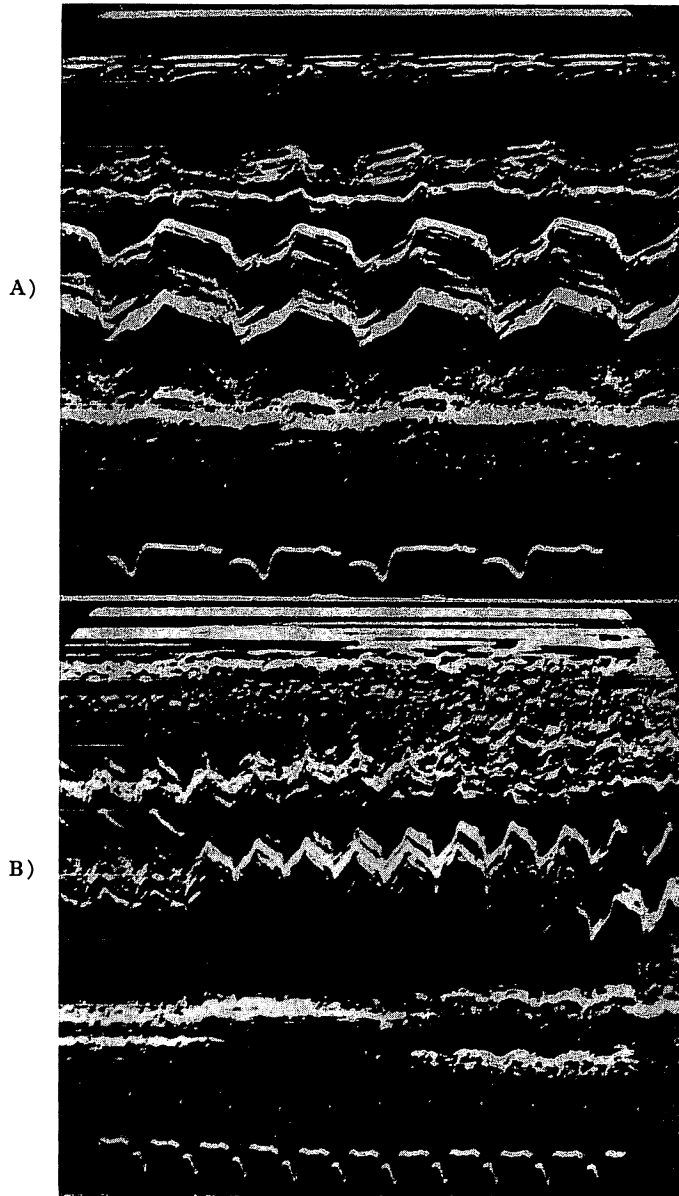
Echocardiogram of Case 1 (21 years old female) with mitral valve replacement.
